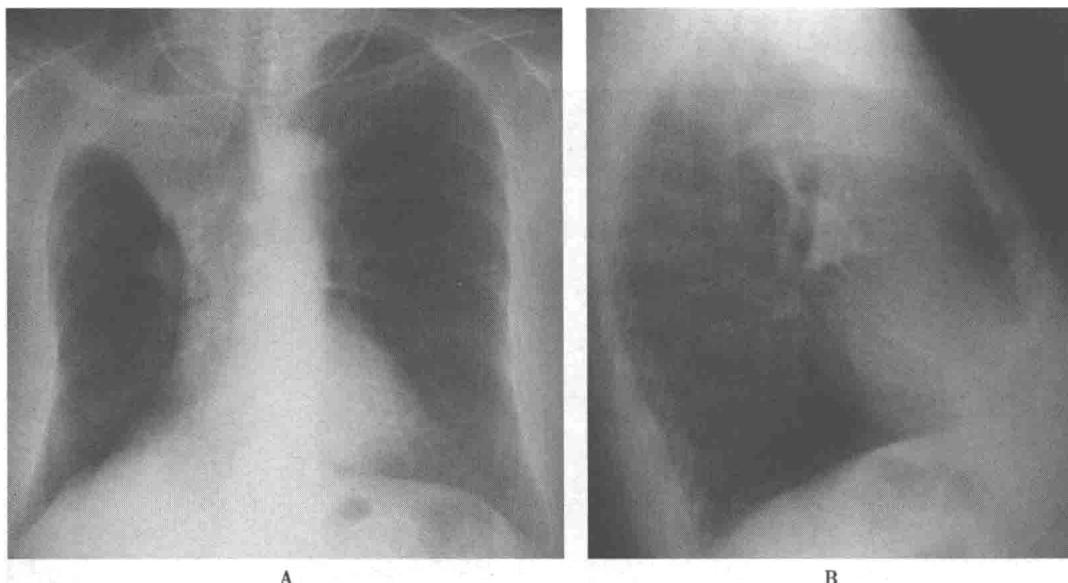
胸部正位平片(A)显示右肺容积减少,右上肺野密度增高,下缘锐利,略呈抛物线形,右中肺野未见明确水平裂,左肺未见异常阴影,纵隔及气管略向右移位,心影不大,两侧肋膈角锐利。侧位胸片(B)显示相当于主动脉弓水平可见长三角形密度增高影,边缘清楚,余肺野清,肺门区不大,后肋膈角锐利
